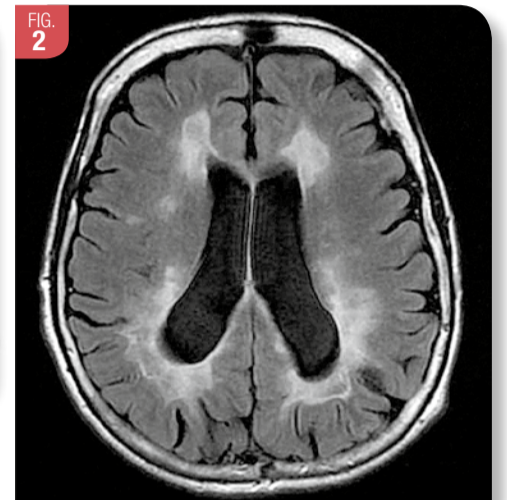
IRM cérébrale (T2 FLAIR) montrant l'hypersignal péri-ventriculaire caractéristique d'une sclérose en plaques chez une patiente de 52 ans
